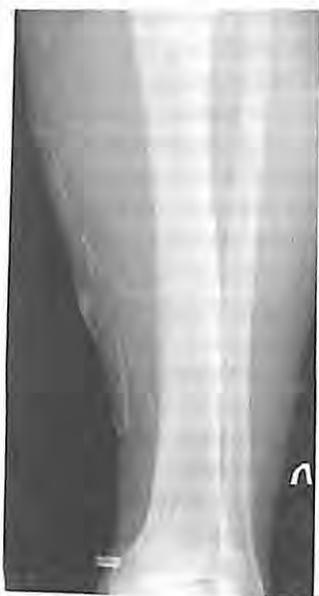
Рентгеноконтрастная лимфограмма левой голени. Выраженная извитость и повышенная проницаемость лимфатических сосудов с экстравазацией контраста
